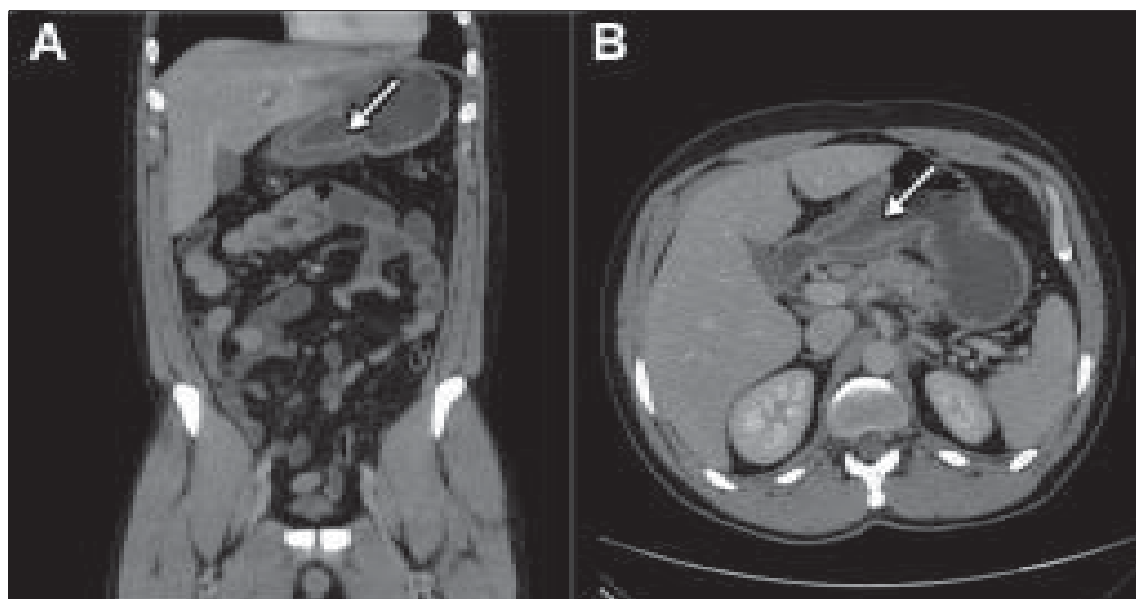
Tomografía computada de abdomen y pelvis muestra engrosamiento concéntrico de predominio submucoso de la región antro-pilórica gástrica, sin evidencias de neumatosis ni colecciones intraabdominales. (A) Corte Coronal, (B) Corte Horizontal.
